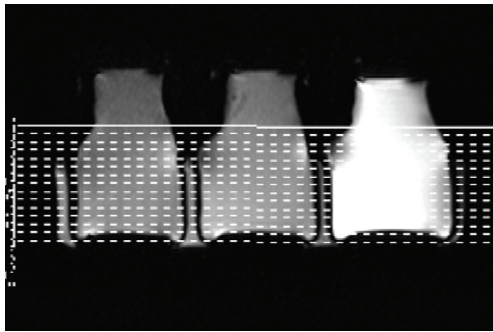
A photograph of obtaining magnetic resonance images of 11 slice cross-sections from three kinds of test tubes.
